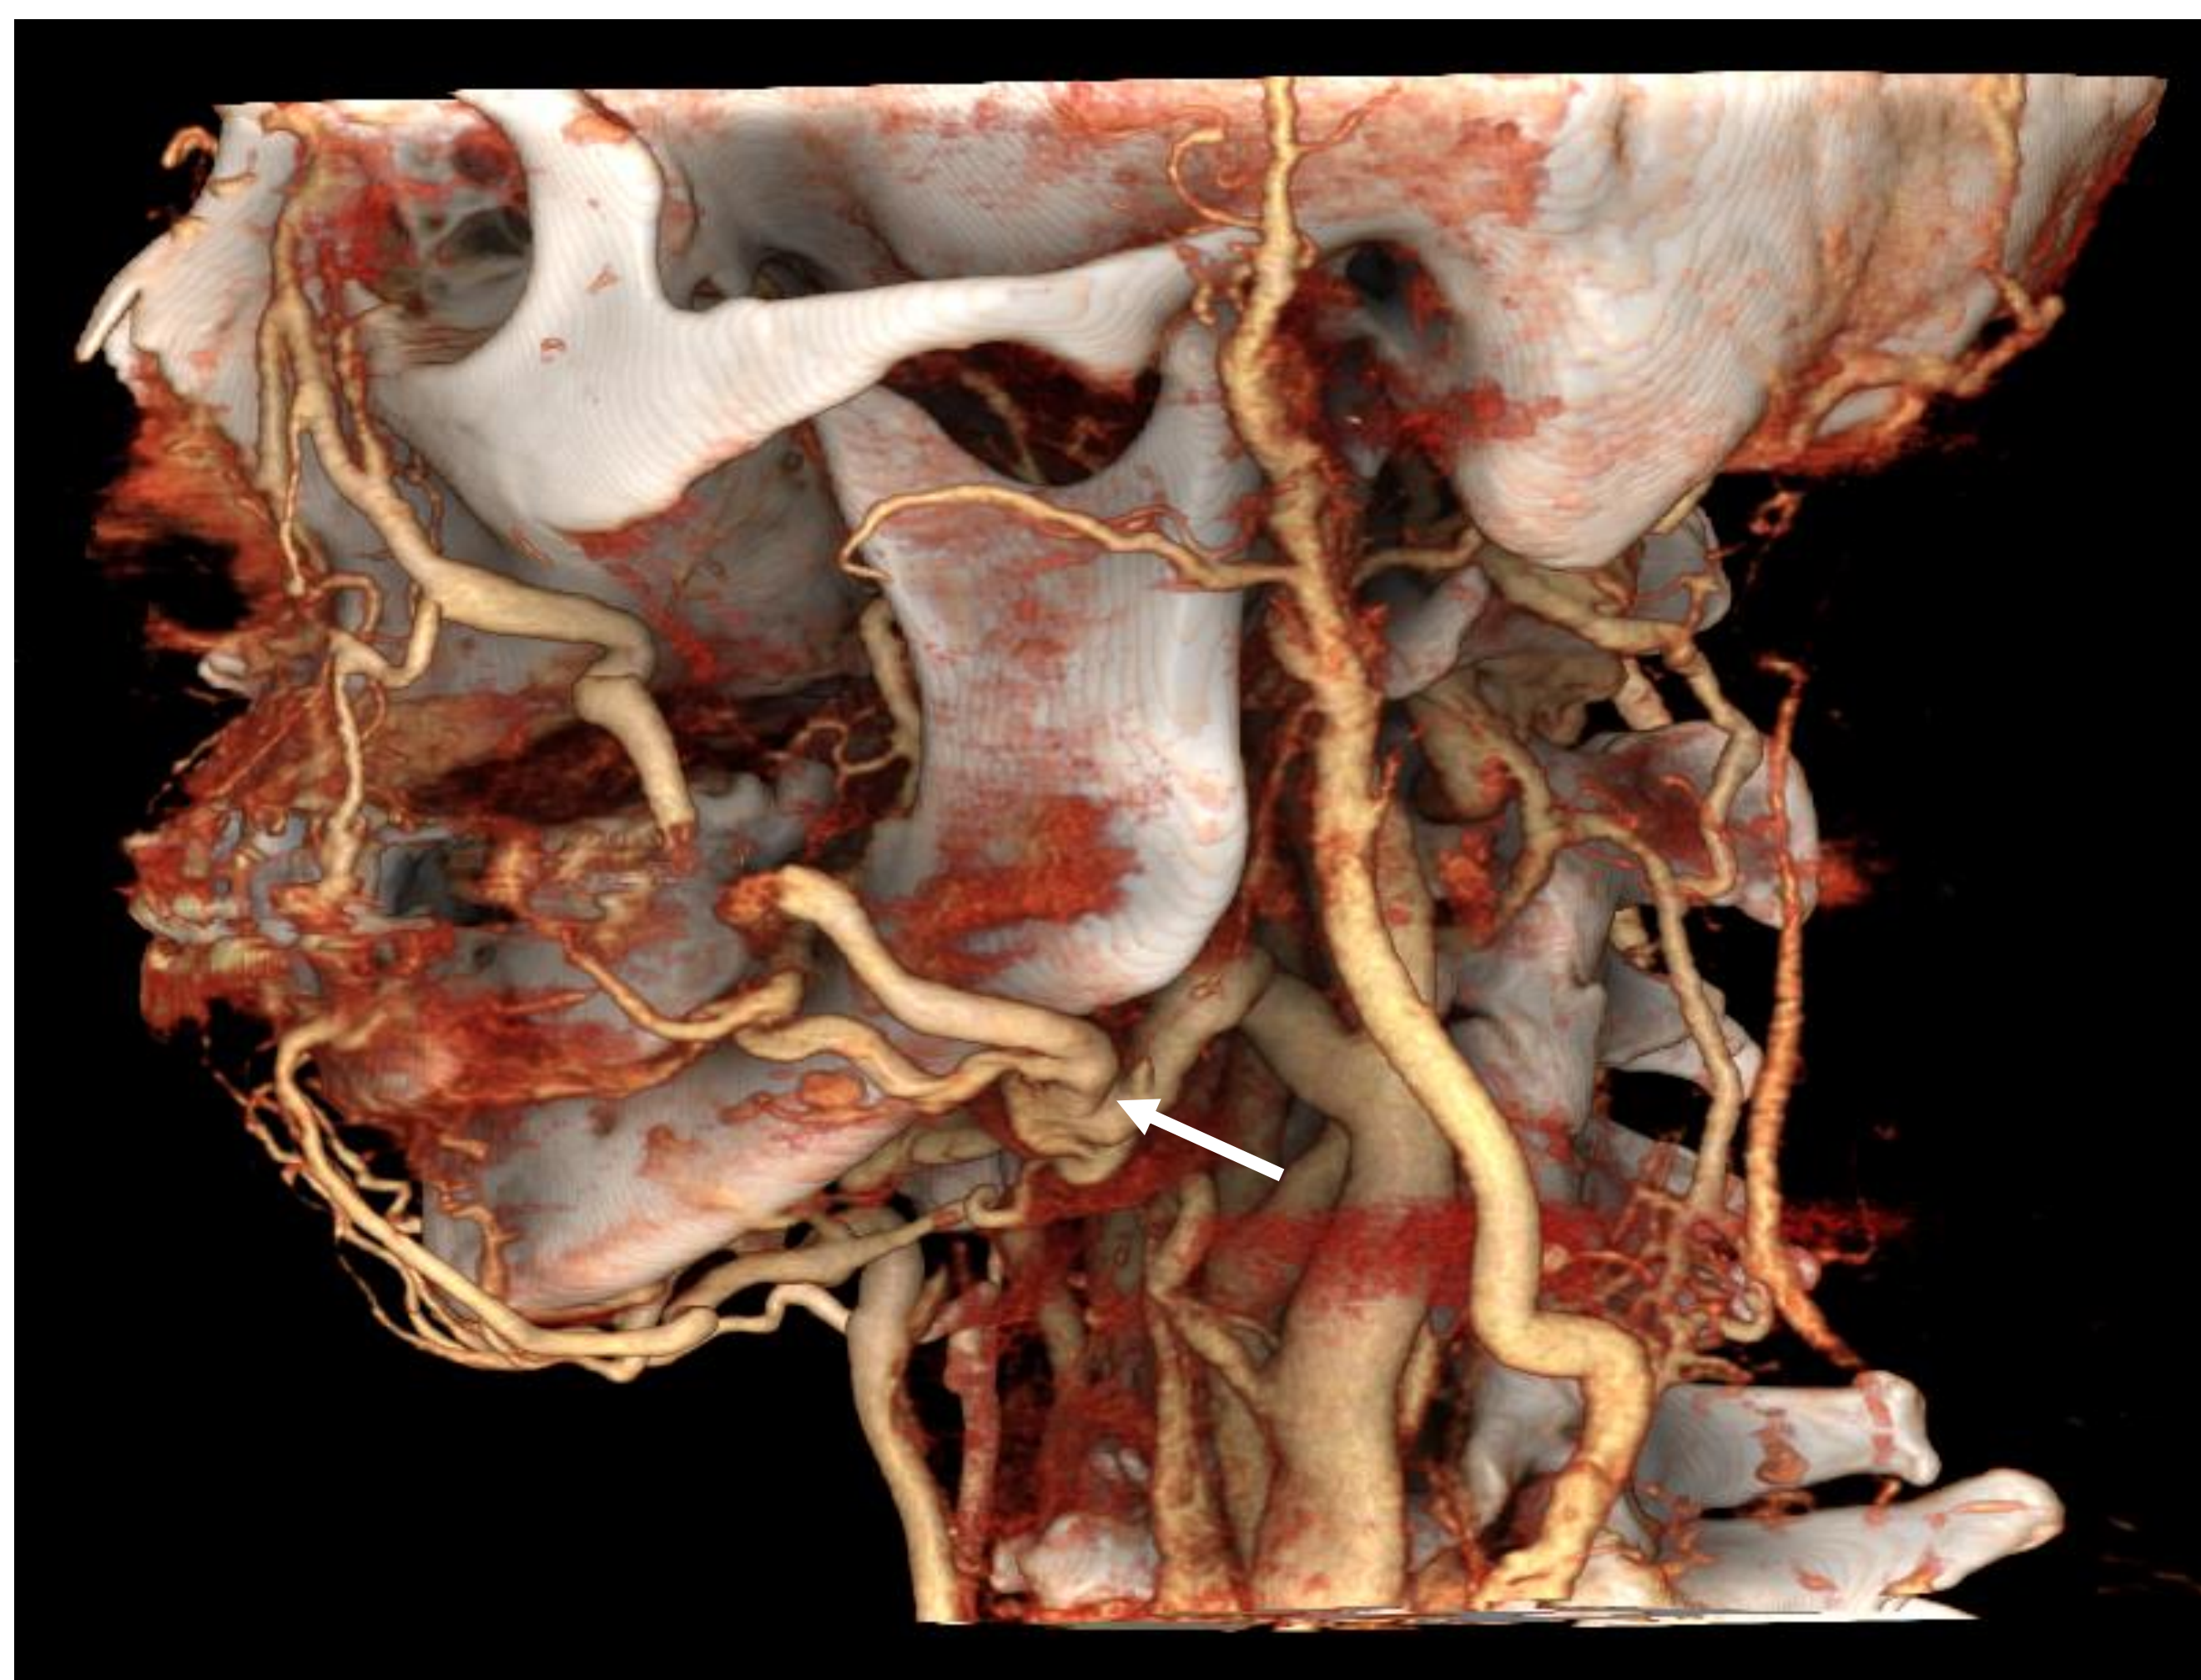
3D-Rekonstruktion einer CT-Aufnahme der Patientin. In der Profilansicht imponiert die dilatierte Arteria facialis links (Pfeil).
